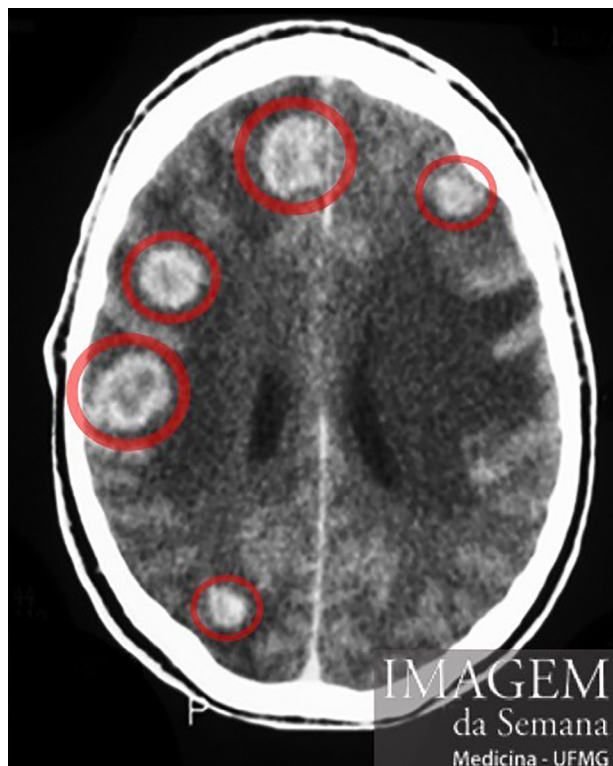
Análise: Tomografia computadorizada de crânio (corte axial) com contraste: múltiplas lesões hipotenuantes com captação de contraste anular e edema perilesional nos hemisférios cerebrais e cerebelares; apagamento parcial das cisternas e do IV ventrículo. Pequenas lesões calcificadas na região frontoparietal E.
